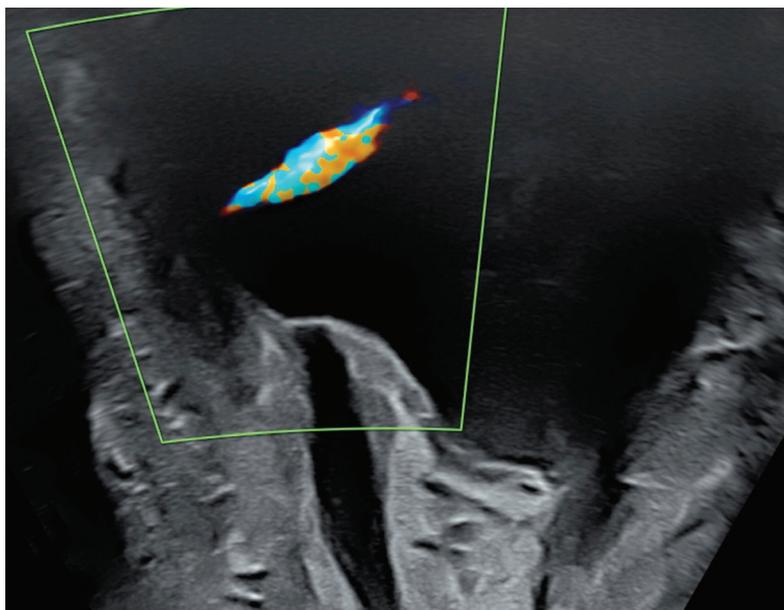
Coupe réalisée par voie périnéale, montrant le jet d'urine en Doppler couleur au niveau d'un méat urétéral. L'urètre est représenté par la ligne noire verticale.
